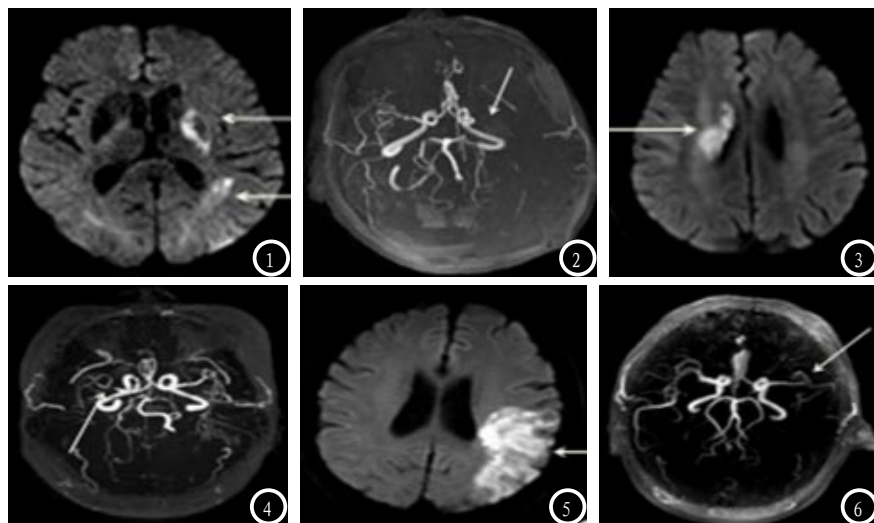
女性患者, 64岁, 临床诊断为左侧基底节、颞顶交界区梗死; DWI (图1) 左侧基底节、颞顶交界区高信号病灶; MRA (图2) 左侧大脑中动脉外侧裂段以远分支减少。图3-4 男性患者, 68岁, 临床诊断为右侧脑室旁大面积梗死; DWI (图3) 显示右侧脑室旁片状高信号; MRA (图4) 可见右侧大脑中动脉近端鼻塞, 远端显示不完全。图5-6 男性患者, 71岁, 临床诊断为左侧额、颞叶多发大面积梗死; DWI (图5) 示左额、颞叶大片高信号; MRA (图6) 左侧大脑中动脉分支相对健侧明显减少。
